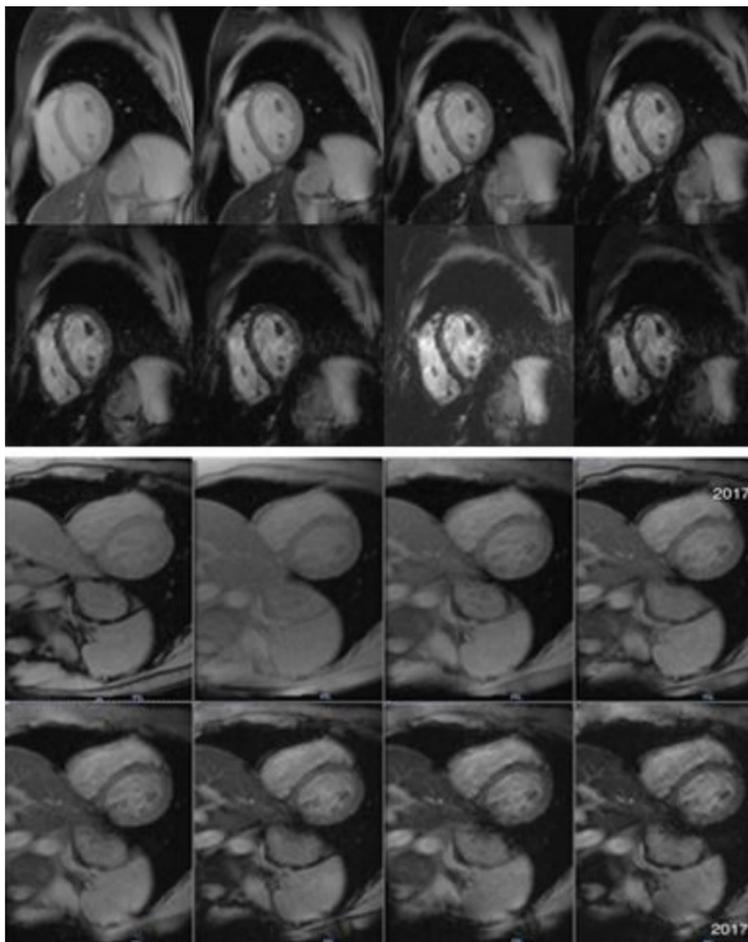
Ressonância Nuclear Cardíaca pelo método T2: a primeira imagem mostra característica de depósito de ferro no miocárdio e a segunda imagem mostra melhora após tratamento.
